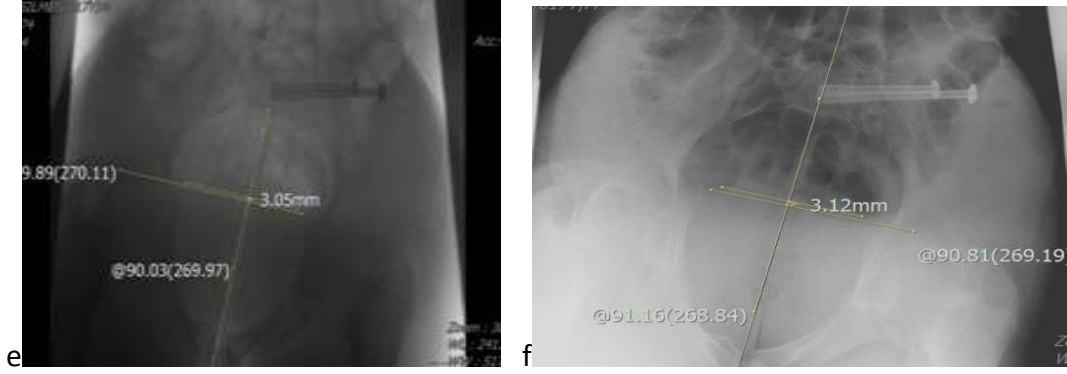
a.Preoperatif pelvis a-p görünümü, b. İntraoperatif floroskopik pelvis outlet grafisinde S1 ve S2 vertebra kanüllü vida görünümü, c. İntraoperatif floroskopik pelvis inlet grafisinde kanüllü vida görünümü, d. Preoperatif pelvis a-p’de vertikal deplasman ölçümü, e. Postoperatif erken dönem pelvis a-p’de vertikal deplasman ölçümü, f. Postoperatif erken dönem inlet grafide ön-arka deplasman ölçümü, g. Postoperatif geç dönem pelvis a-p’de vertikal deplasman ölçümü, h. Postoperatif geç dönem inlet grafide ön-arka deplasman ölçümü.
